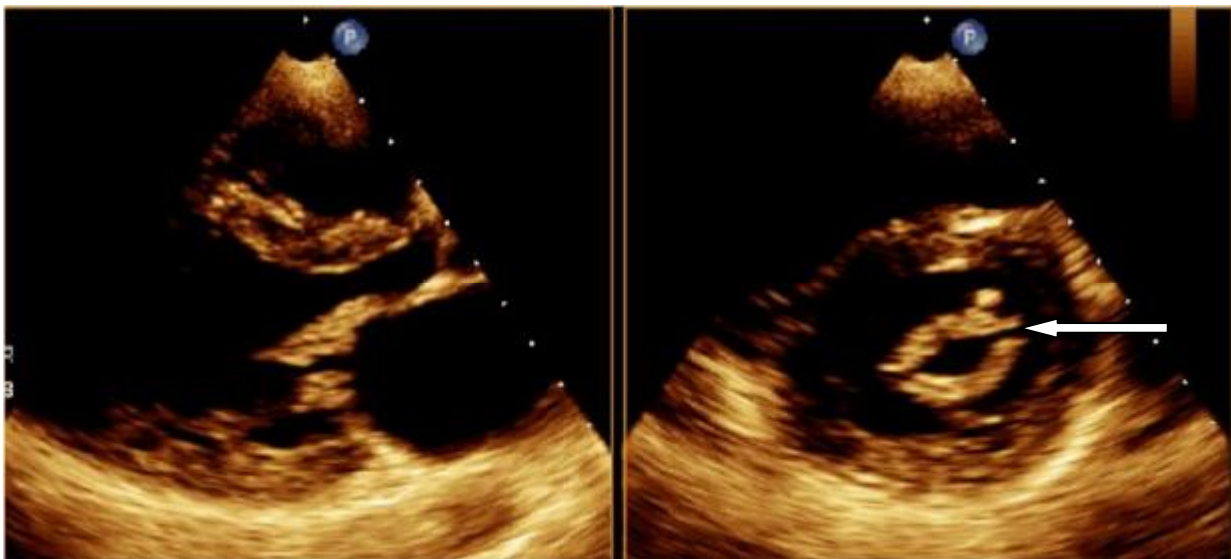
RM après VMP en échocardiographie 3 dimensions montrant l'ouverture des commissures.
